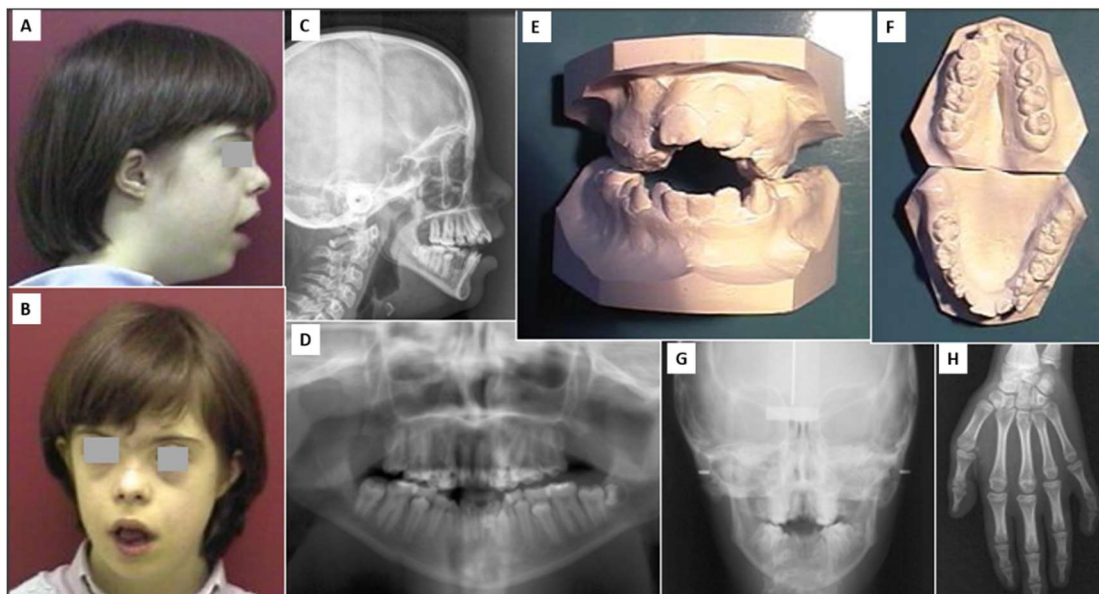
Estudo e planejamento ortodôntico de uma paciente com Síndrome de Down. Fotos em perfil (A) e visão frontal (B), telerradiografia (C), ortopantomografia (D), modelos de estudo (E/F), radiografia anteroposterior do crânio (G) e radiografia do carpo (H).
